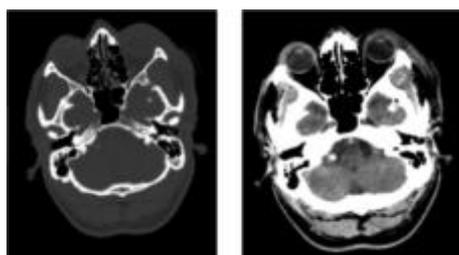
TDM de contrôle après retrait du couteau, coupes axiales, fenêtre osseuse et parenchymateuse: fracture non déplacée de l'os temporal avec pneumocéphalie de la fosse cérébrale moyenne gauche sans séquelles parenchymateuses.
